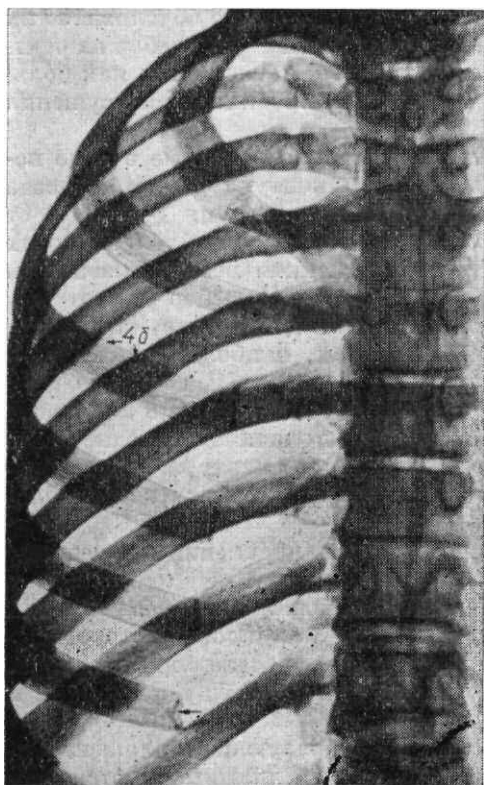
Обзорная рентгенограмма препарата ребер в прямой передней проекции. Отчетливо определяются контуры и структура передних отделов тел ребер (46). Стрелкой обозначено место соединения реберной кости с реберным хрящом.
